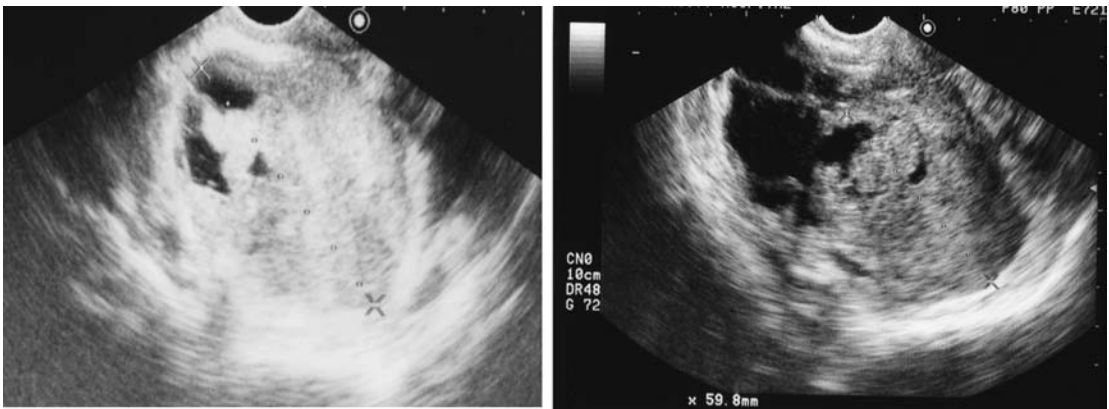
経膈超音波: 2回目の腹腔鏡手術から1年7ヵ月後の再診時, ダグラス窩に充実性の腫瘍が突然出現した.
